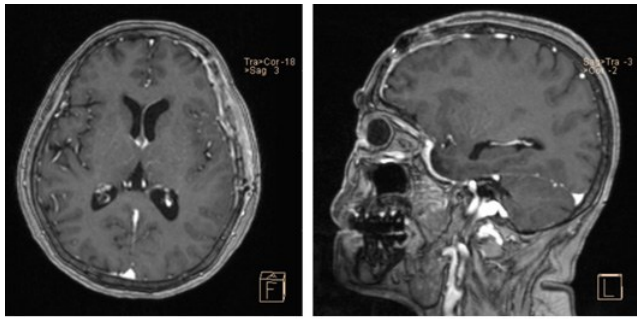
术后3个月复查头颅MRI左侧额颞顶部占位术后改变
